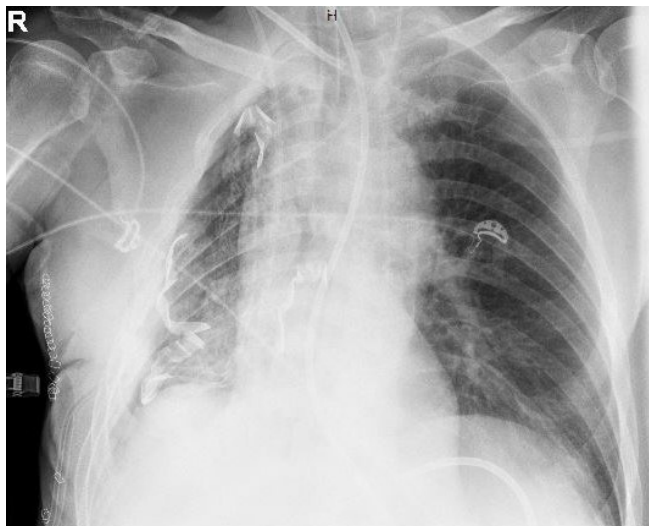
Röntgen-Thorax p.a. drei Tage postoperativ nach wiederholter Ausräumung und Einlage von drei Kompressen
